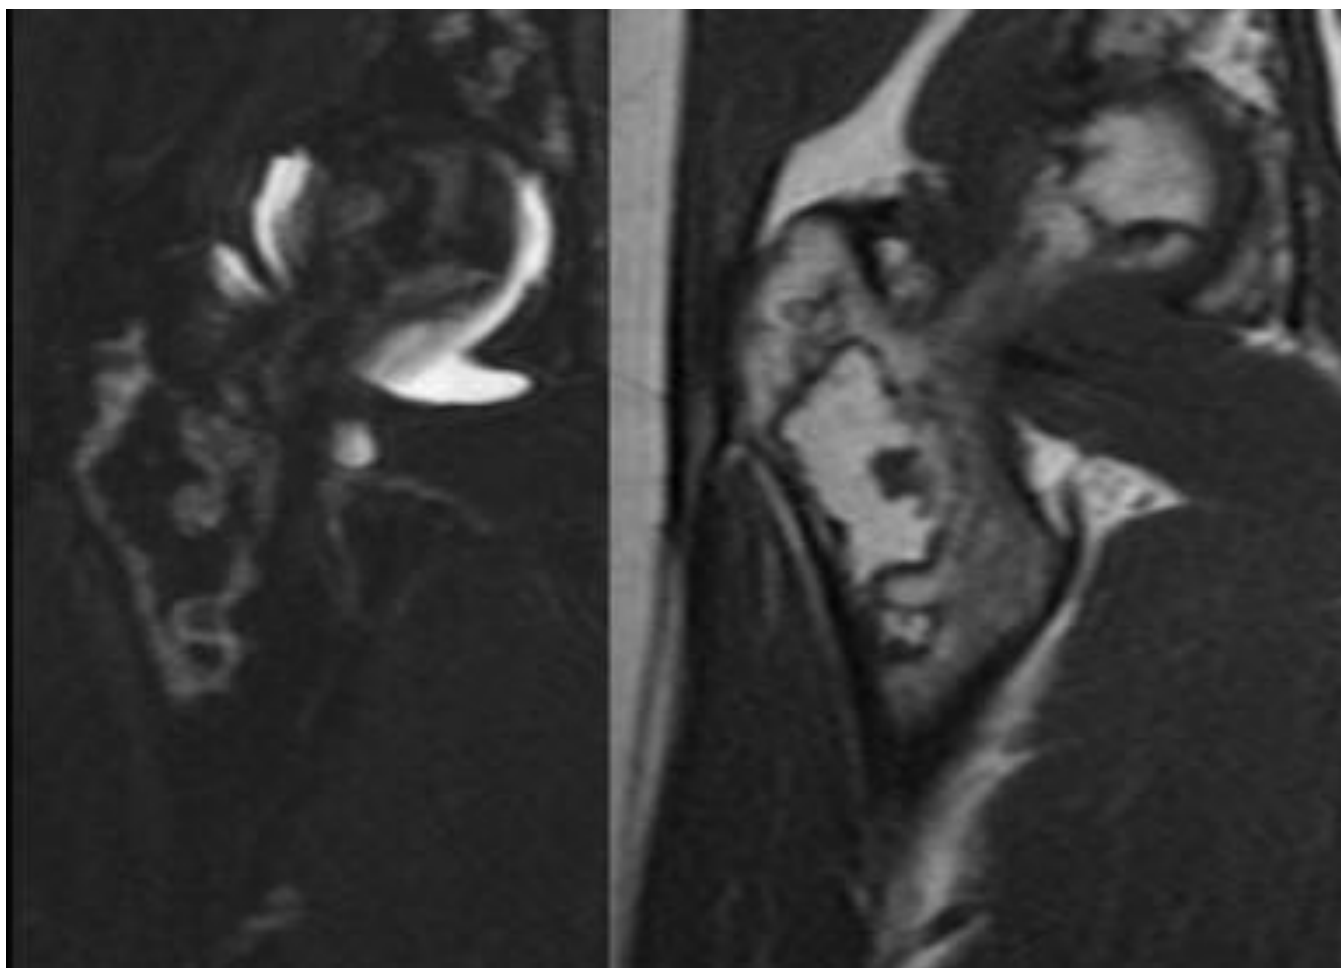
RM de cadera con cortes sagitales y coronal potenciados en T2 y T1. Imagen típica de infarto óseo metáfisis femoral, se observa también osteonecrosis de la cabeza femoral.
